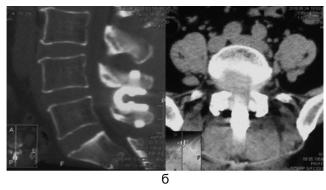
Данные КТ пациентки Т. с комбинированным стенозом поясничного отдела позвоночника на фоне стабильного дегенеративного антелистеза L4 позвонка: а – до операции, б – увеличение размеров позвоночного канала после операции
